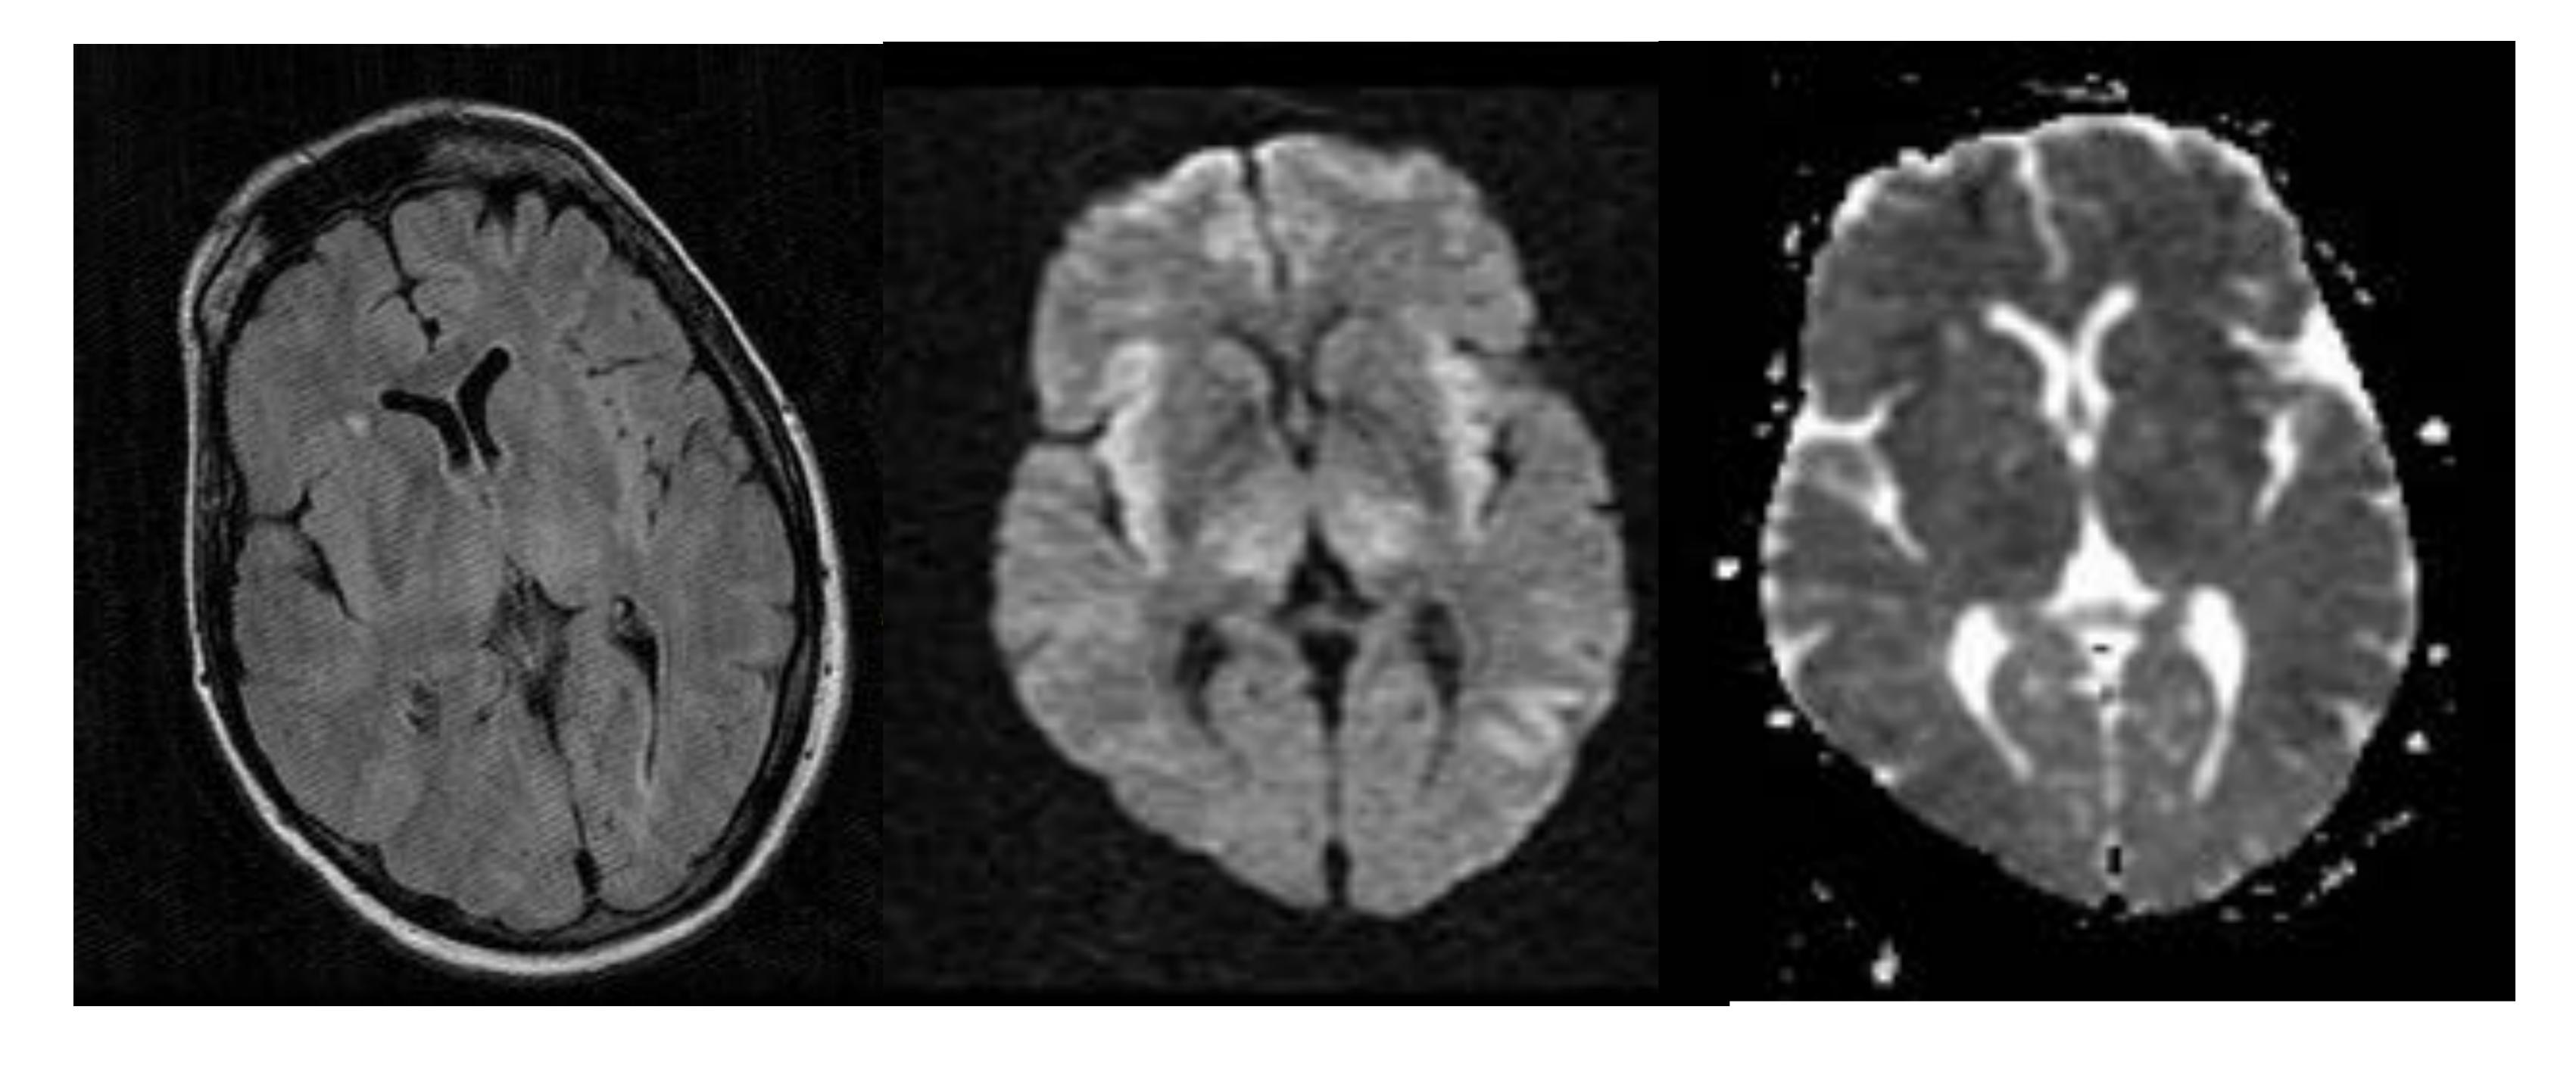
Hallazgos compatibles con insuficiencia hepática aguda. Imágenes axiales FLAIR, difusión y ADC. Se observó restricción de la difusión en ambas ínsulas, corteza cerebral de lóbulos frontales, temporales y tálamos. No se traduce significativamente en la secuencia FLAIR, si bien podemos apreciar un sutil aumento de señal en estas áreas.
